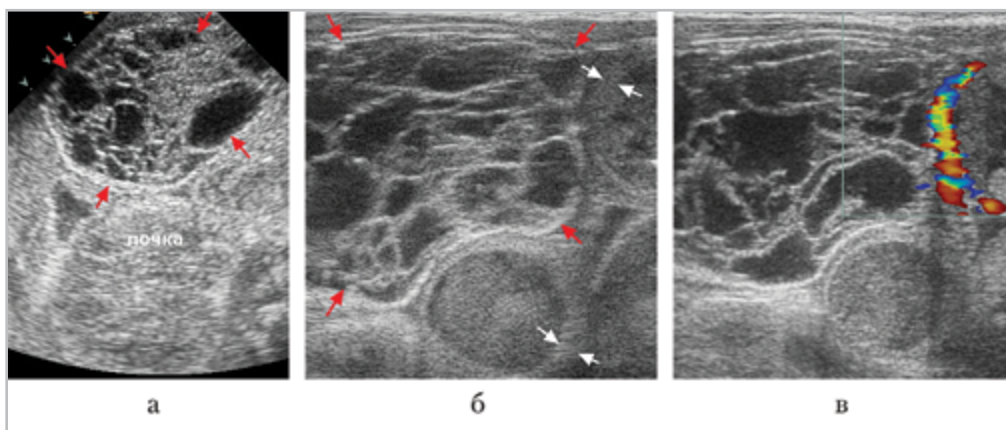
УЗИ при поступлении, линейный датчик 8–15 МГц: *а* — скан справа в подпеченочном пространстве, между *стрелками* — зона интереса; *б, в* — тот же доступ, максимально чувствительные параметры сканирования. Между *красными стрелками* — зона интереса, между *белыми* — фрагменты утолщенной стенки кишечных петель
